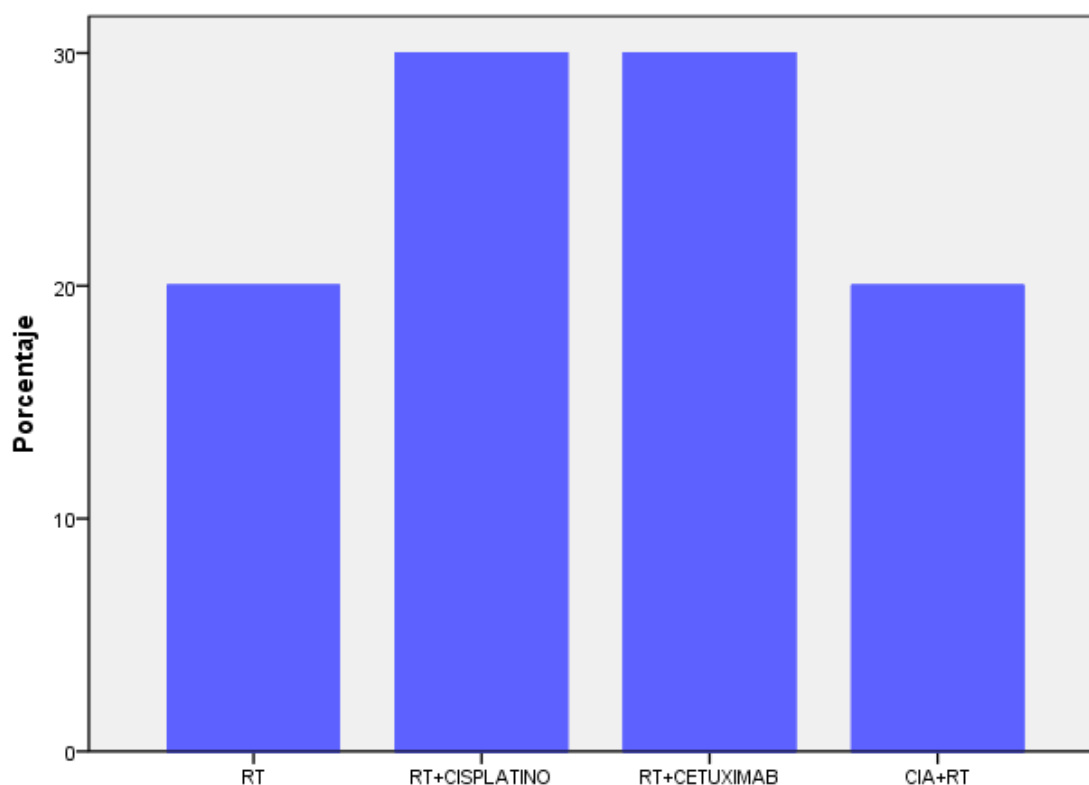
Tratamiento recibido por los pacientes con nódulos inespecíficos detectados en la TC al diagnóstico y convertidos en metástasis.
